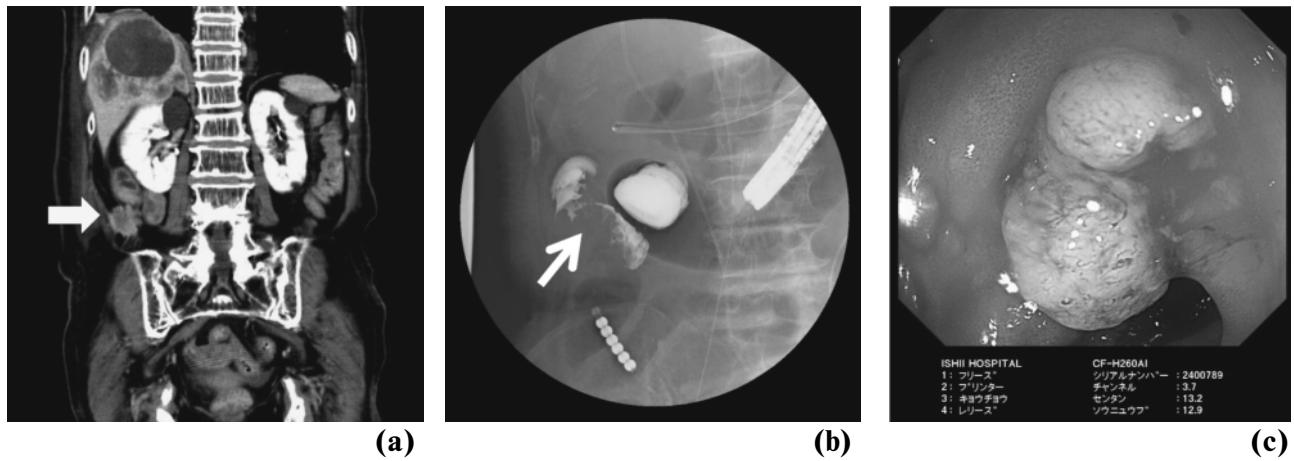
(a) 腹部 CT 検査で肝転移および腹腔内再発巣 (矢印) が認められる。
